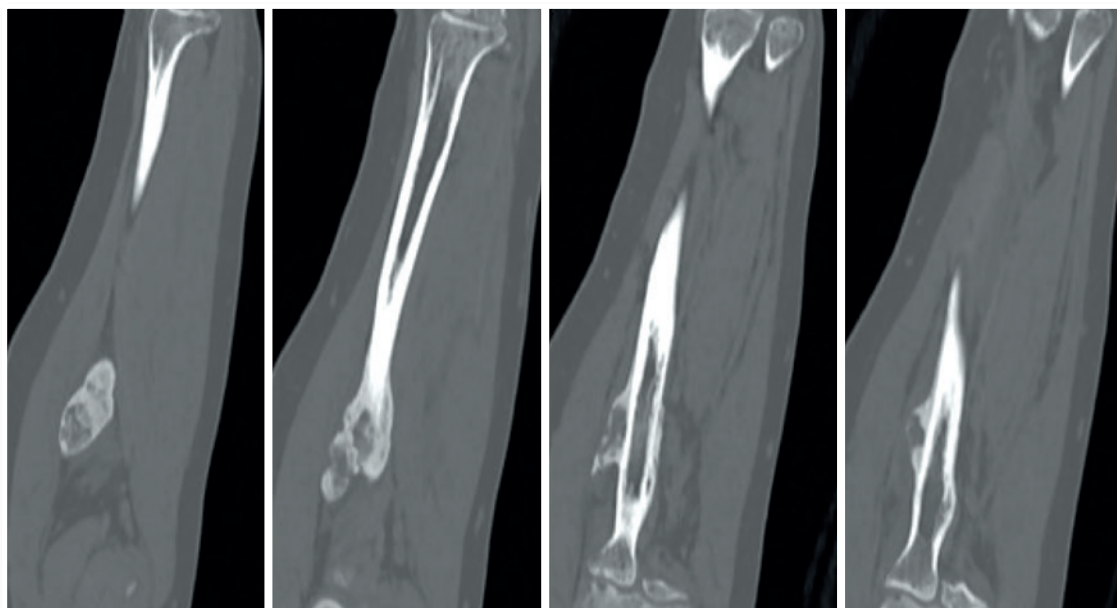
Cortes coronais da tomografia computadorizada do antebraço esquerdo evidenciando formação óssea tumoral na cortical lateral do rádio
